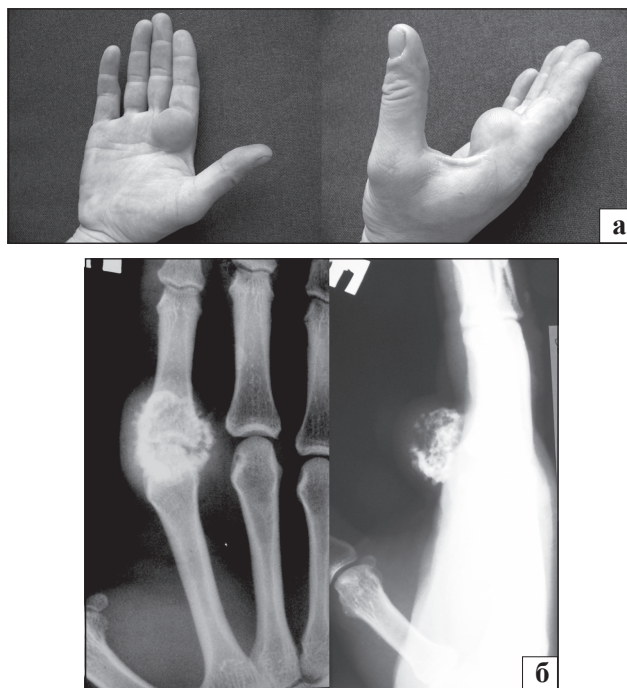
Фото кисти (а) и ее рентгенограмм (б) пациента Ж.
